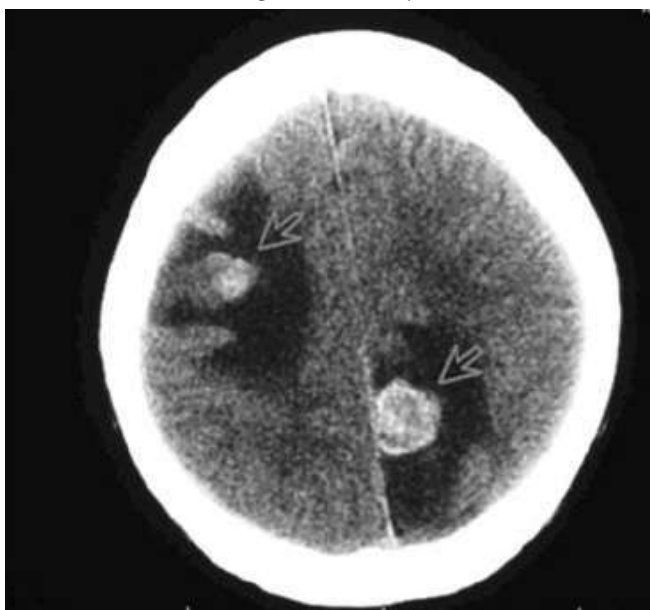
La resonancia magnética nuclear es el estudio de elección para diagnóstico de metástasis cerebrales
